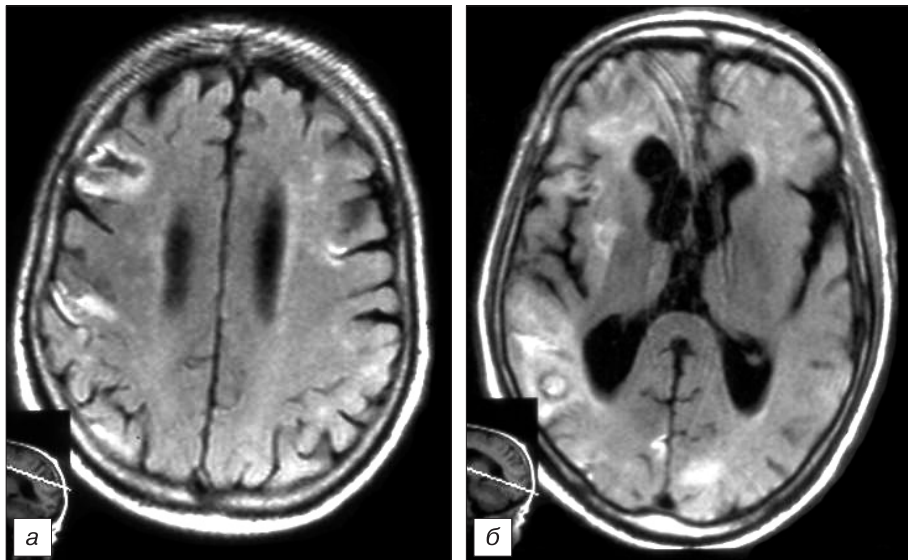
МРТ с внутривенным контрастированием: субкортикально в обоих полушариях определяются множественные очаги до 3 см в диаметре, в правой височной доле постинсультная киста с нечеткими контурами размером 5,4 × 2,5 см.
